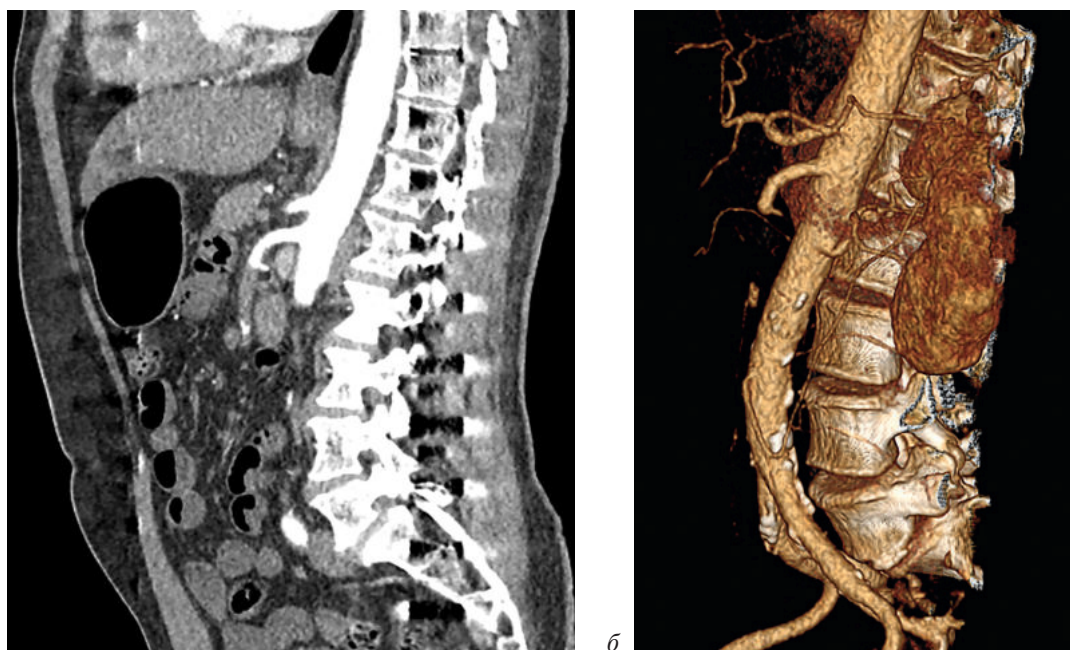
Компьютерно-томографическая ангиография. Окклюзия ВБА (а, б)
